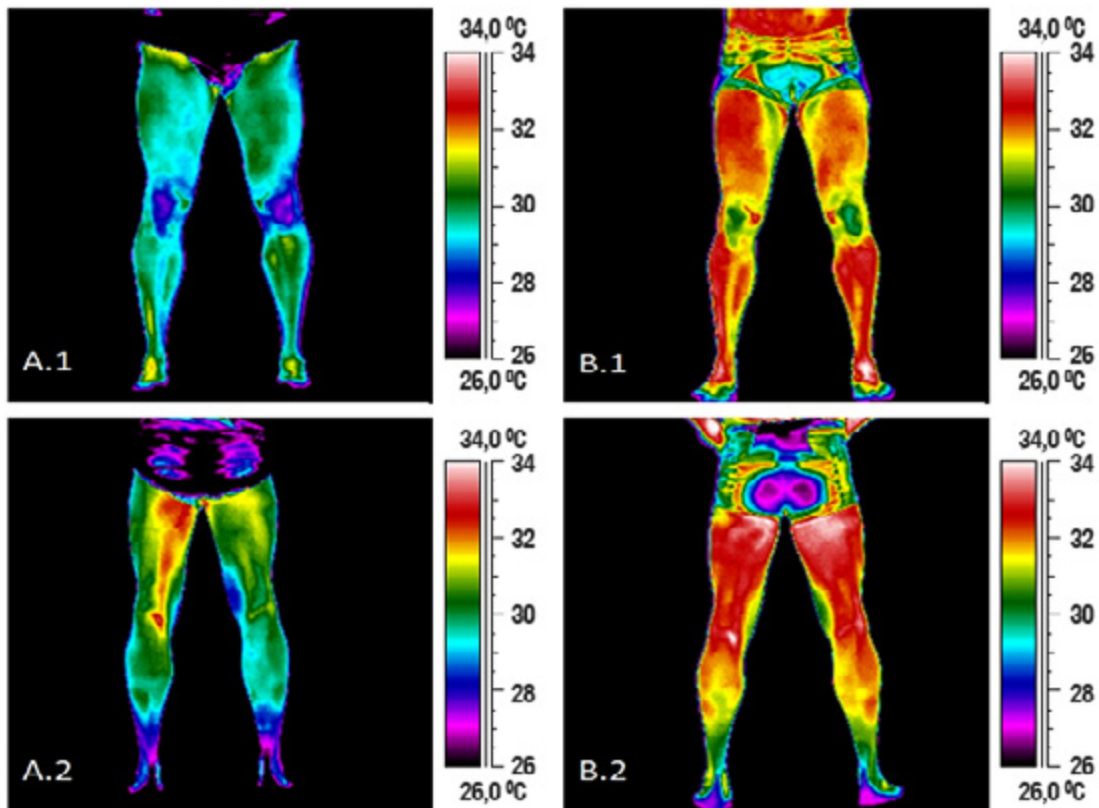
A1) Termografía pre maratón en vista anterior. A2) Termografía pre maratón en vista posterior. B1) Termografía post maratón en vista anterior. B2) Tomografía post maratón en vista posterior.
